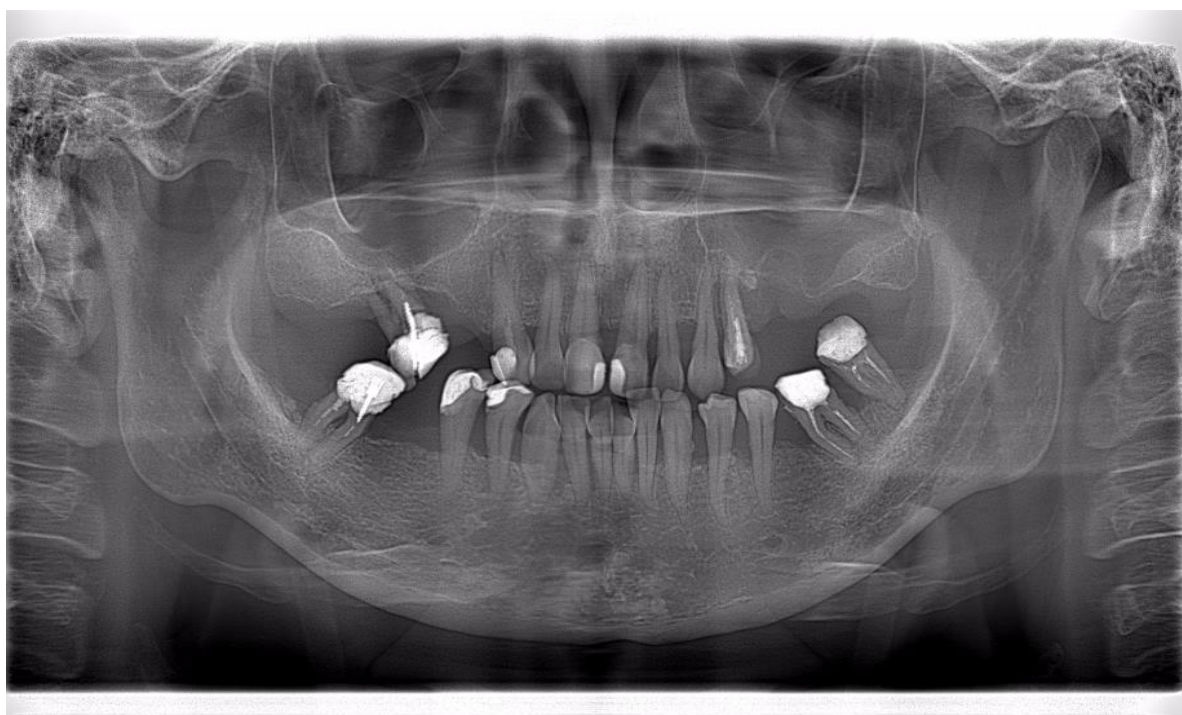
Ортопантомограма пацієнтки К., 41 рік, зроблена при первинному огляді.
